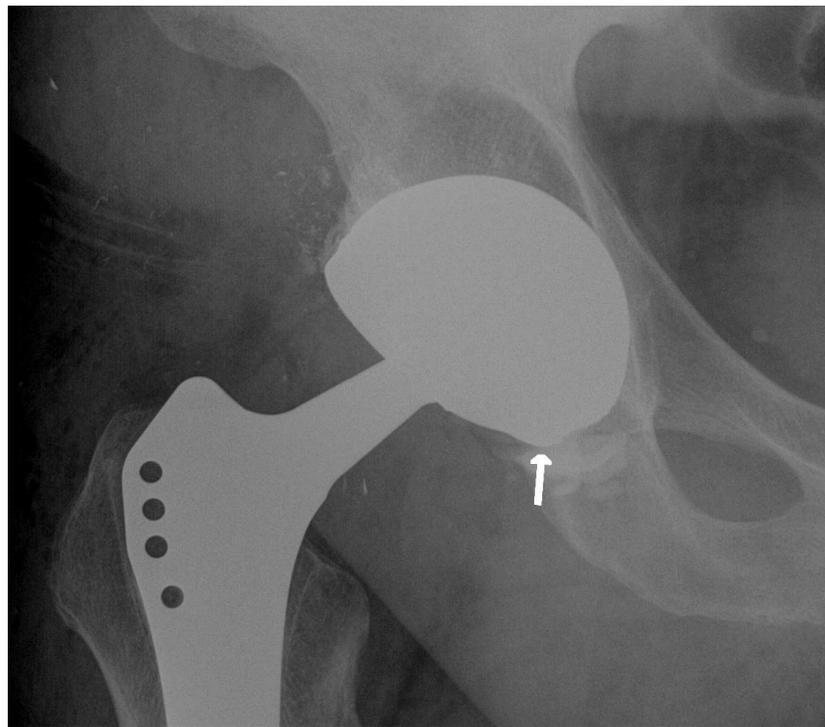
Рентгенограмма тазобедренного сустава пациента после реэндопротезирования по поводу внутрипротезного вывиха системы двойной мобильности в прямой проекции. Стрелкой отмечен нижний край нового вертлужного компонента двойной мобильности, установленного вовнутрь сохраненной чашки с помощью костного цемента
